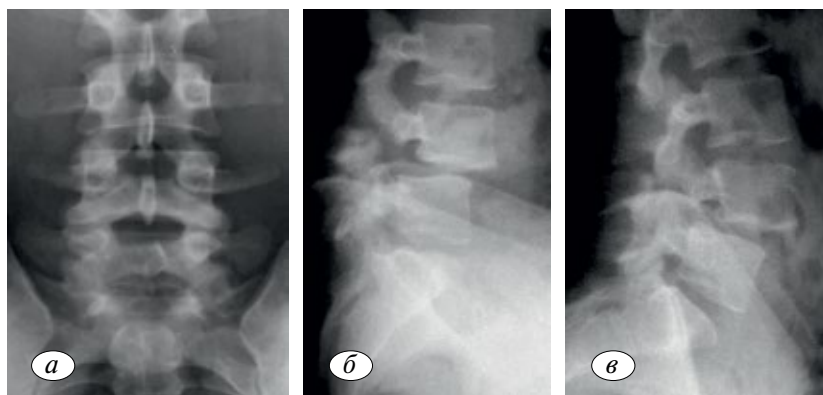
Рентгенограмма (а) и функциональные рентгенограммы (б, в) поясничного отдела позвоночника больного К., 25 лет (мастер спорта международного класса, греко-римская борьба, сборная России).
